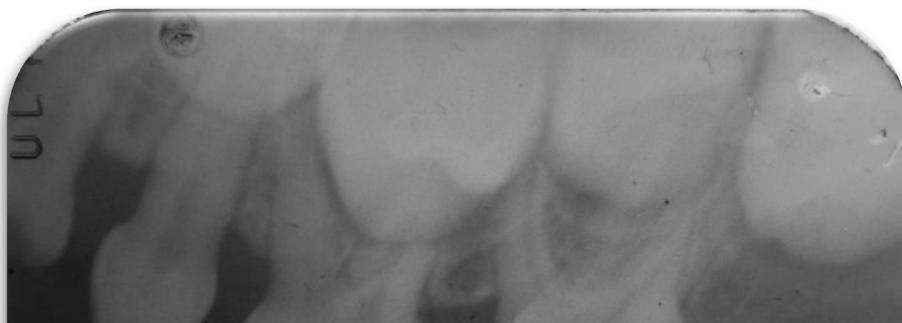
Radiografía Periapical de Pieza 64 .
